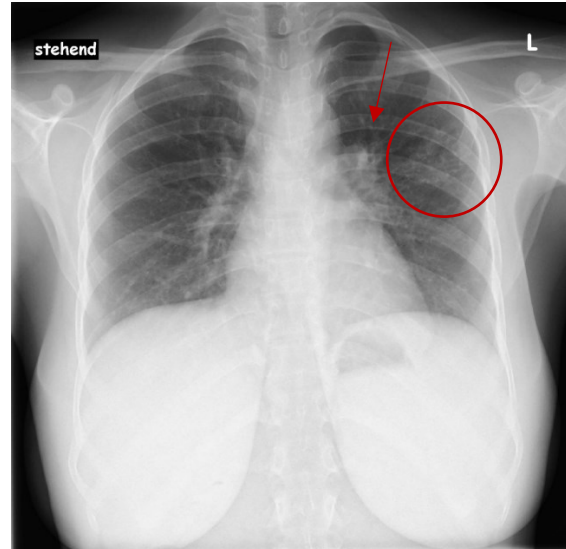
Röntgen des Thorax in p.a. Strahlengang vom 23.03.2018, 23-jährige Mutter des fünfmonatigen Kindes mit Lungentuberkulose: Verdichteter linker Hilus (Pfeil) und feinfleckige Verschattung im linken Mittelfeld (Kreis).
